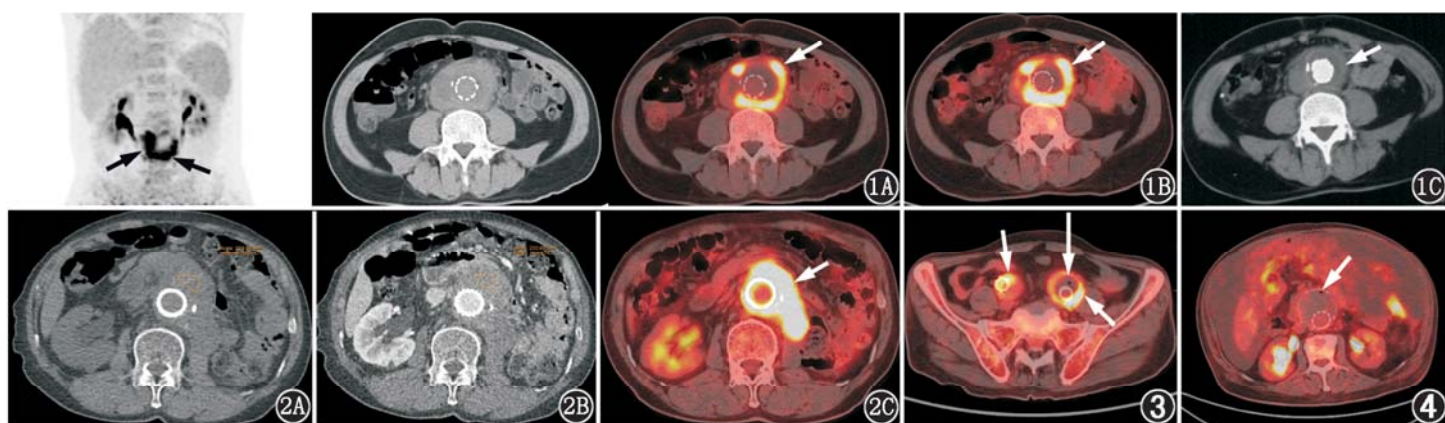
腹主动脉瘤患者(男,56 岁)影像学检查图。患者主动脉腔内修复术(EVAR)后 46 d 发生血管移植物感染(PVGIs),保守治疗 1 个月康复出院。1A. <sup>18</sup>F-脱氧葡萄糖(FDG)PET/CT 早期显像示支架及周围不均匀环形 FDG 明显摄取(箭头示),最大标准摄取值(SUV<sub>max</sub>)为 11.8;1B. PET/CT 延迟显像示病灶(箭头示)SUV<sub>max</sub> 为 19.1;1C. 主动脉 CT 血管成像(CTA)示支架形态完好,未见明确感染征象(箭头示)
